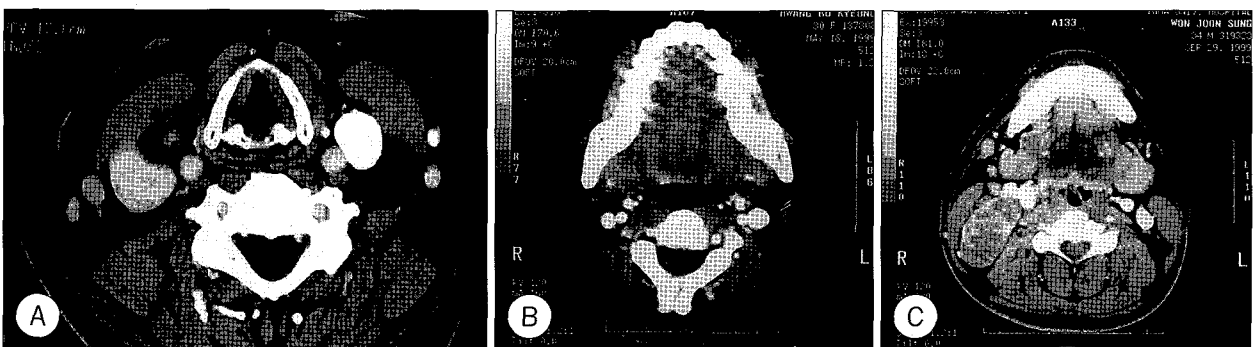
Preoperative findings of CT scans showed variable characteristics of masses mimicking primary neck tumor (A) in case 1, cystic hygroma (B) in case 3, and infected BCC (C) in case 5.
